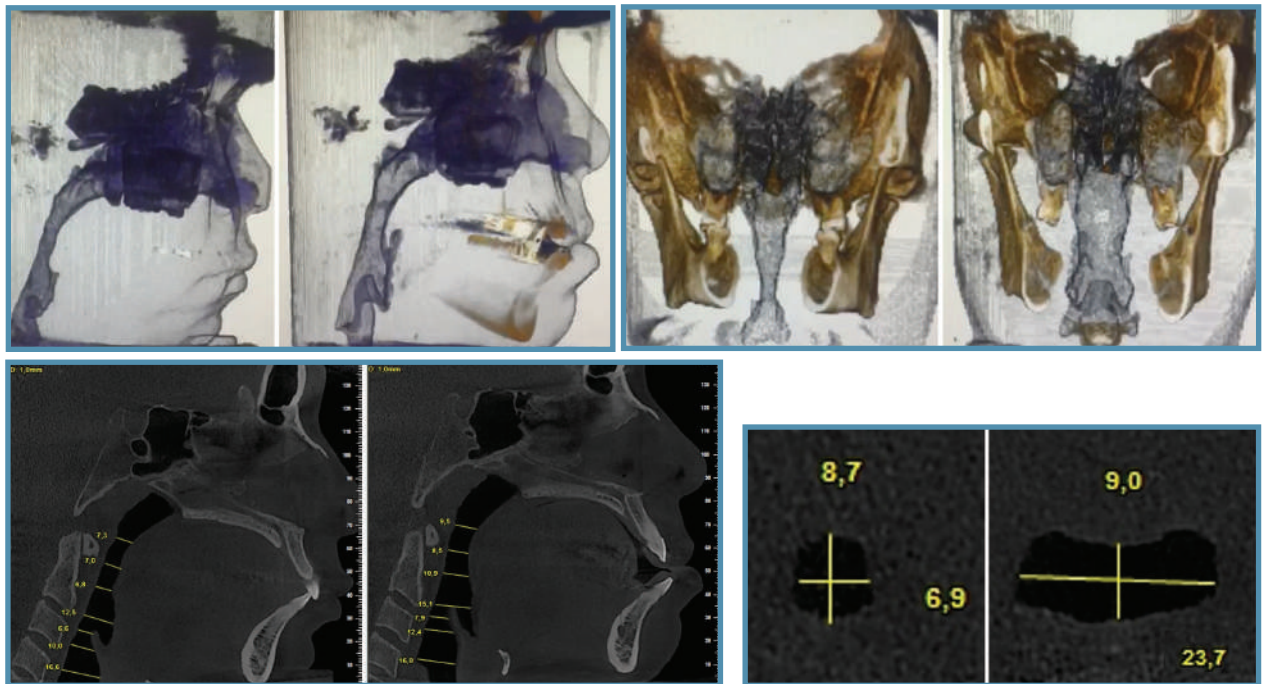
Immagini della tomografia computerizzata a fascio conico senza e con MAD Forward!. Le immagini mostrano l'aumento del diametro della faringe in senso trasversale e anteriore, con un significativo aumento della sezione trasversale minima
